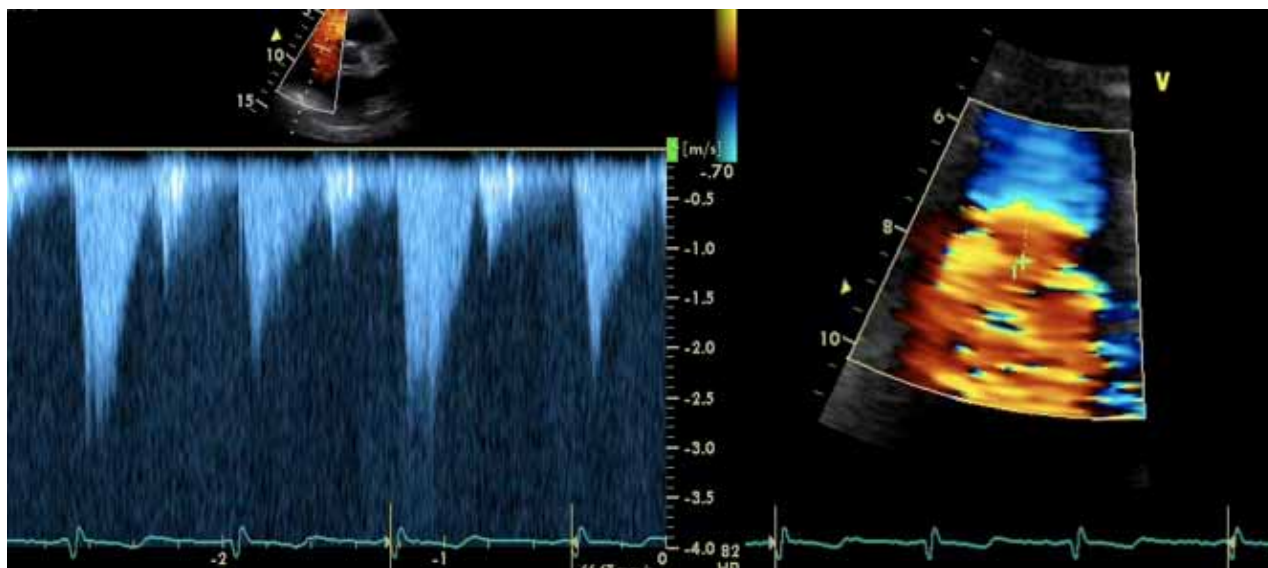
(A) – Doppler contínuo da válvula tricúspide evidenciando o perfil em forma de punhal, com pressão de pico precoce e declínio rápido; (B) – Raio de PISA de 11 mm da válvula tricúspide (com um limite de Nyquist de 40 cm/s)
